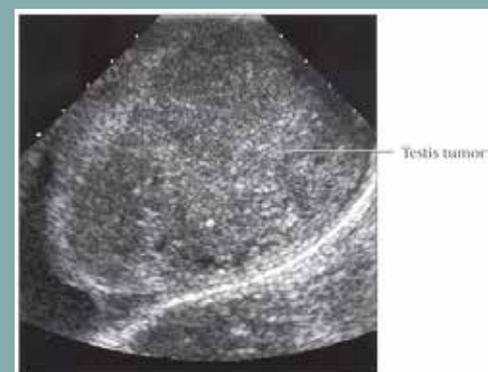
Une coupe longitudinale d'échographie montre une masse hypoéchogène d'un séminome du côté gauche.
